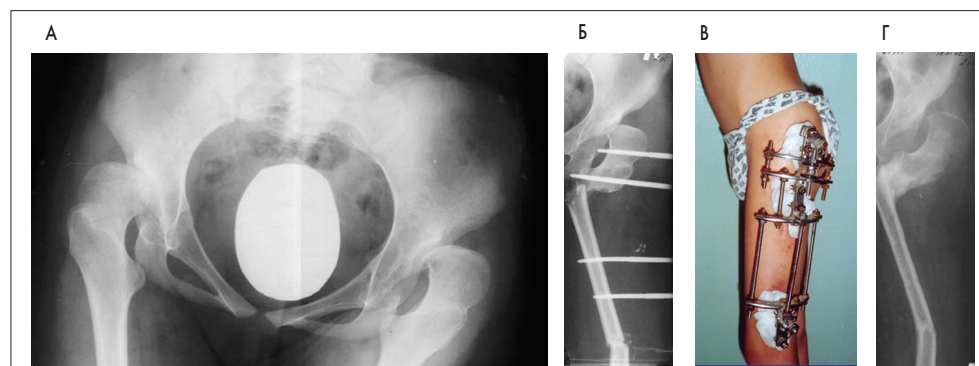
А – фотовідбиток оглядової рентгенограми хворого з двобічним уродженим вивихом стегна до лікування; Б – фотовідбиток рентгенограми лівої кінцівки того ж хворого після виконання реконструкції лівого стегна за Шанцом-Ілізаровим на стержневому апараті; В – зовнішній вигляд хворого з боку з апаратом зовнішньої фіксації на основі стержнів; Г – фотовідбиток рентгенограми лівої кінцівки того ж хворого після демонтажу стержневого апарата
